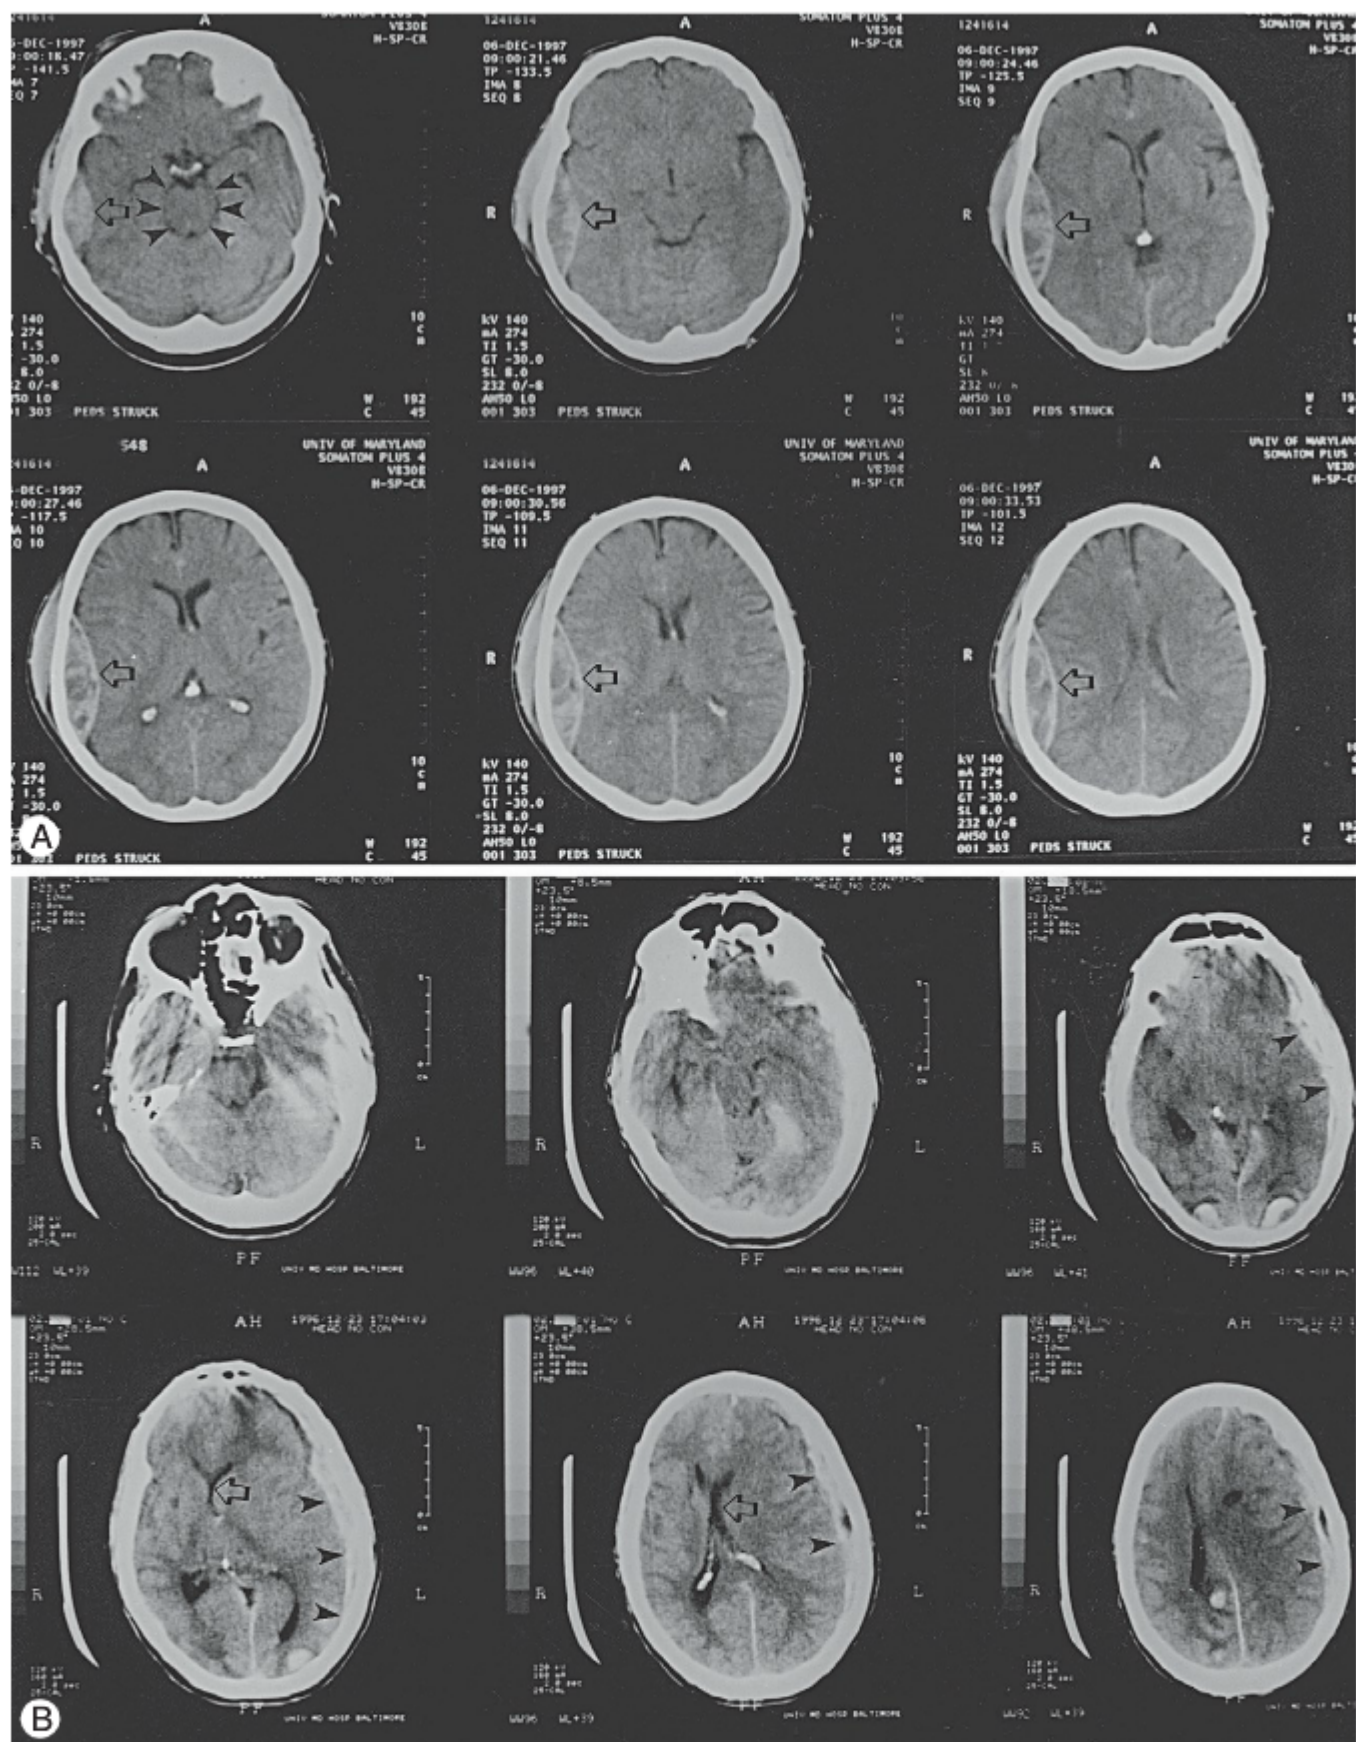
TC de dois pacientes com traumatismos cranianos fechados. A, Este paciente tem um hematoma epidural temporal direito (*setas*). As cisternas mesencefálicas estão patentes na imagem *superior esquerda*, indicando uma ausência de compressão do tronco encefálico, apesar da massa (*pontas de setas*). B, Este paciente sofreu um hematoma subdural agudo esquerdo (*pontas de setas*), com desvio da linha média (*setas*).
